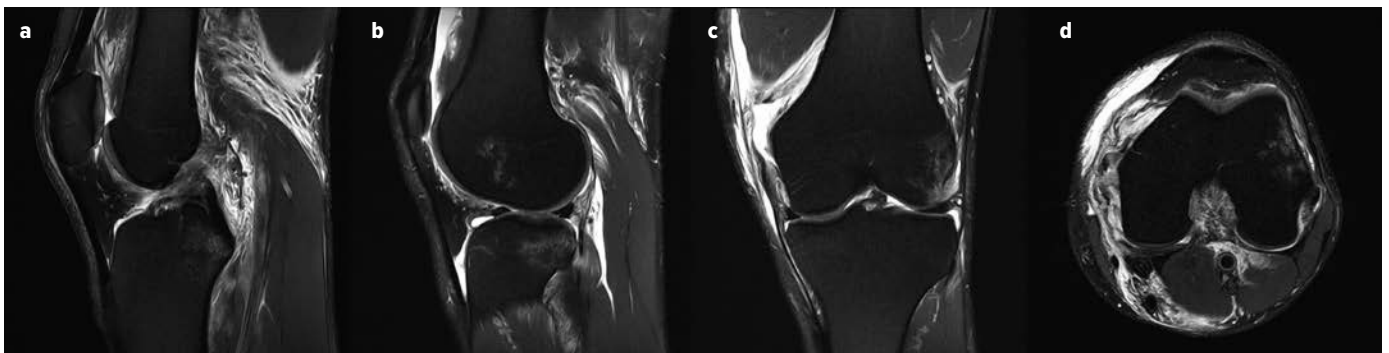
MRT eines 30-jährigen männlichen Patienten mit Kombinationsverletzung durch Valgisationstrauma beim Snowboarden mit direktem Trauma von lateral: VKB-Ruptur, IB-Ruptur, AM-Läsion: a) sagittale Darstellung der VKB-Ruptur, b) „bone-bruise“ loco typico am lateralen Femurkondyl und posterioren lateralen Tibiaplateau mit AM-Läsion, c) koronare und d) transversale Darstellung der 3°-igen IB-Ruptur mit femoraler Avulsion um >8 mm disloziert, lateraler „bone-bruise“ am FC
